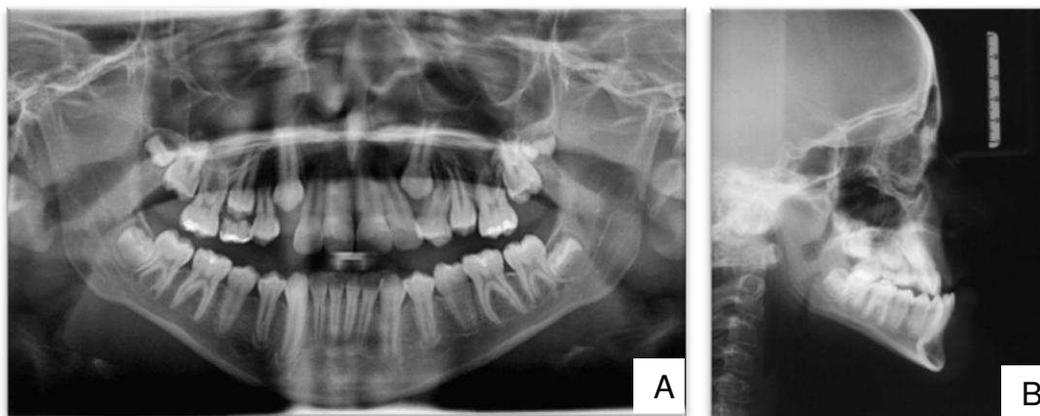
Radiografias iniciais. A – Panorâmica. B – Telerradiografia Lateral.
